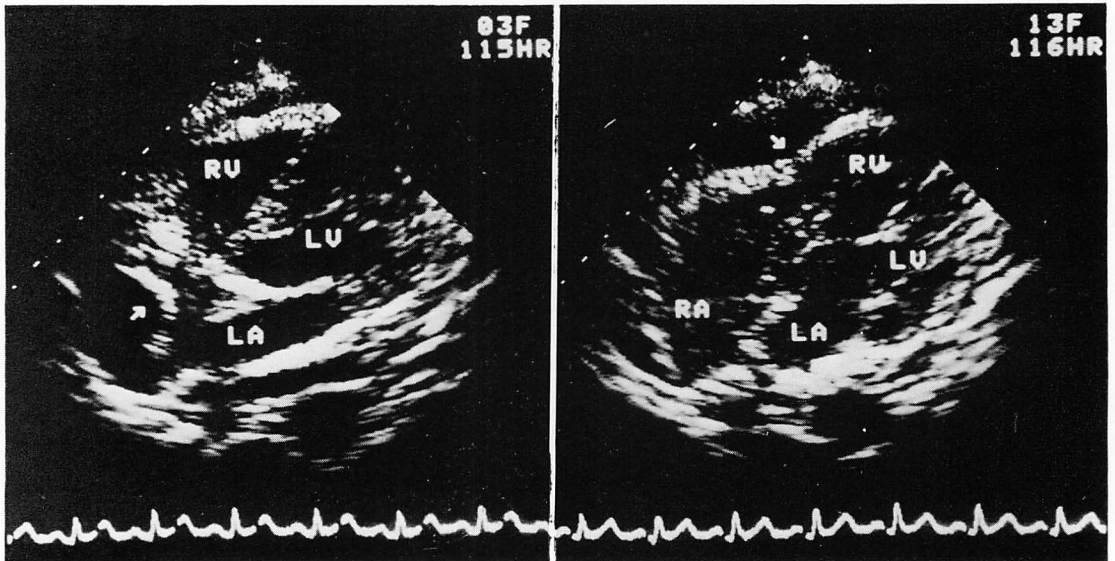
Apical four-chamber views of a patient with cardiac tamponade.
